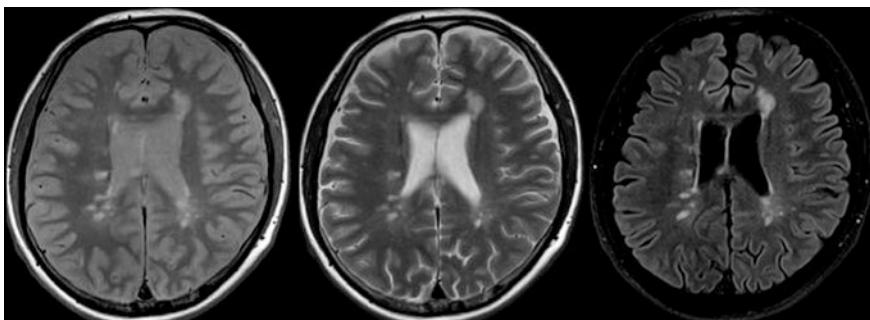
Vergleich: T2-PD, T2 (long), T2-FLAIR (von links nach rechts)
